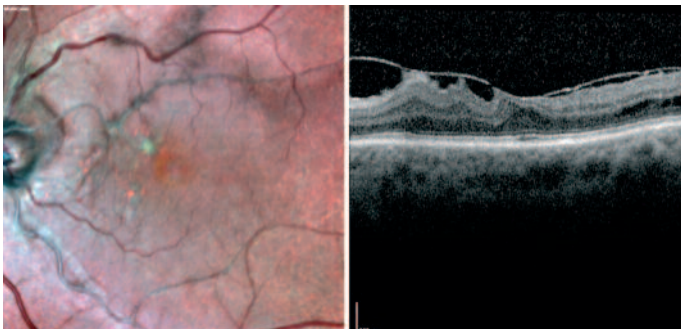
Die Fundusaufnahme eines linken Auges bei epiretinaler Gliose mit deutliche Netzhautfältelung, vitreomakulären Traktionen und Tortuositas der Gefäße (Gass Stadium 2). In der Optischen Kohärenztomographie (OCT) zeigte sich eine epiretinale Gliose mit fokalen Adhärenzen und Traktion an der Fovea.
